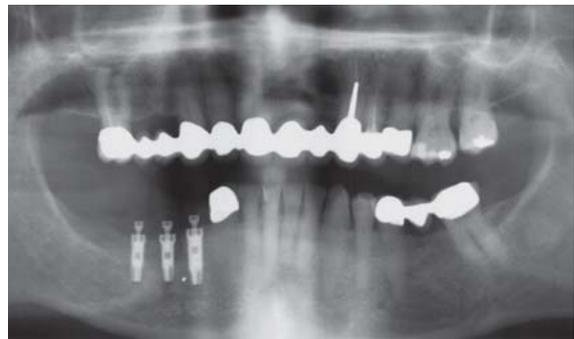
Röntgenkontrolle nach der Implantation.
